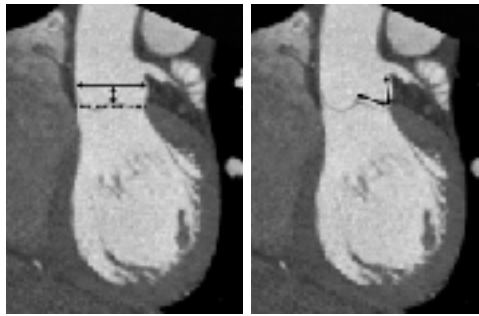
Tomografia assiale computerizzata per lo studio del root aortico: analisi di anulus e seni di Valsalva e della distanza tra di loro; valutazione della relazione tra lunghezza del lembo coronarico e distanza anulus-ostio coronarico.
